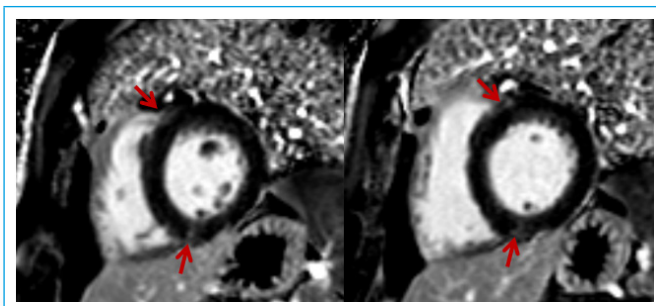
Cardio-RM. Eje corto realce tardío. Las flechas señalan la presencia de fibrosis en los puntos de inserción del ventrículo derecho en el septo interventricular
